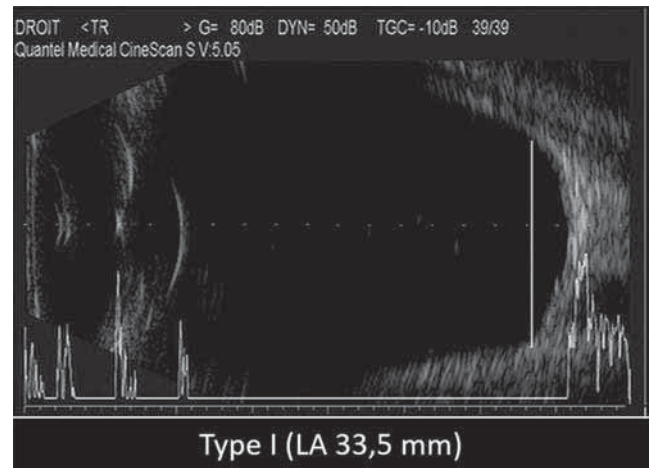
Staphylome myopique type I selon la classification de Curtin visualisé en échographie mode B.
